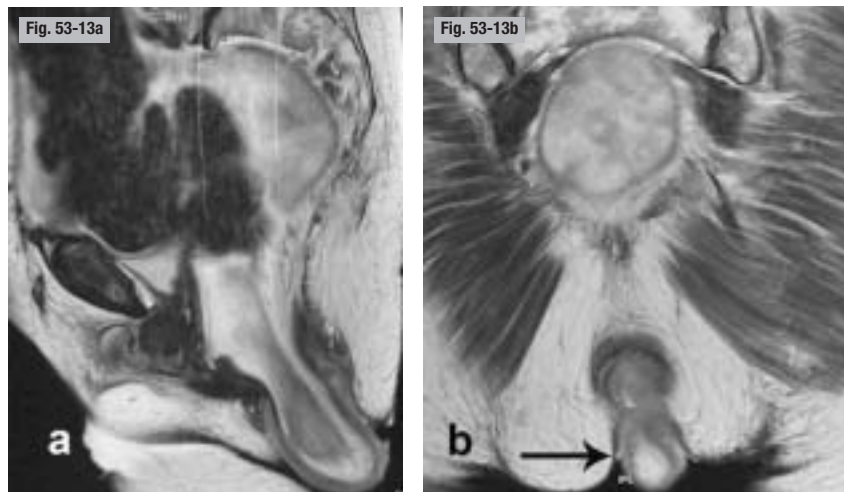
Prolapsus rectal extériorisé. IRM pelvienne dynamique, plans sagittal (a) et frontal (b). Extériorisation du bas rectum à la marge anale (flèche), spontanément réductible.
